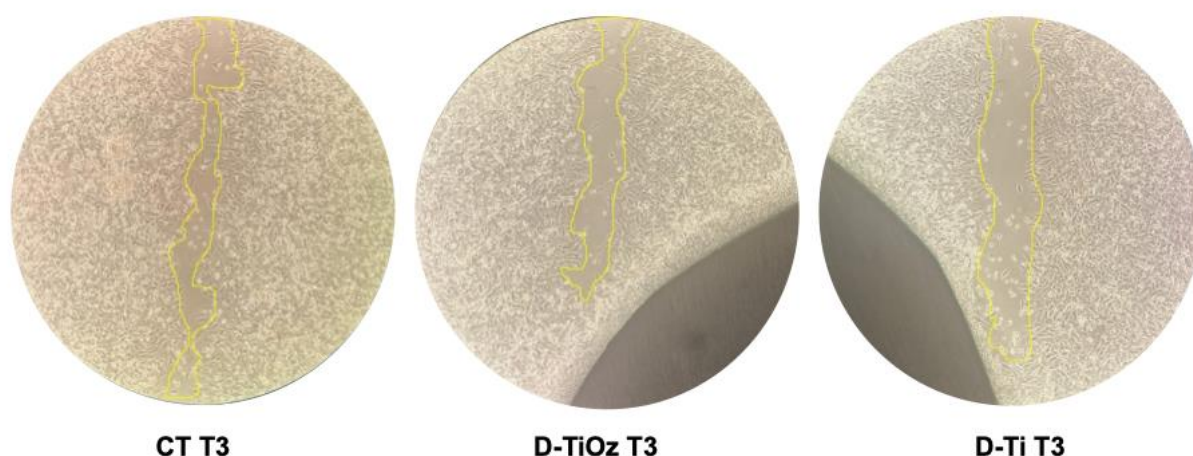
Migração celular – Imagem da medição com software ImageJ da área de ferida ainda aberta nos grupos Controle (CT), Disco de Ti usinado (D-Ti) e disco de Ti usinado e tratado com ozônio (D-TiOz), no dia 03 (T3).
